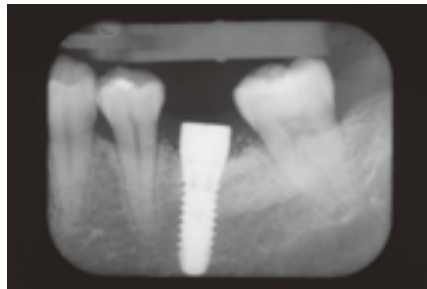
X線写真にてエレメントインプラントとジンジバルフォーマーとの適合を確認する。
